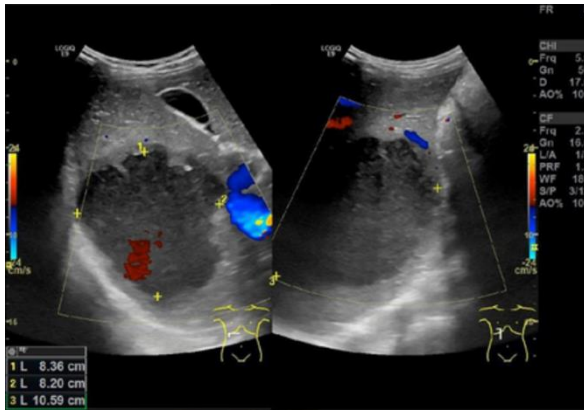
The first abdominal ultrasound examination showed solitary liver abscess on the segment 6 and 7 of the liver measuring approximately 8.3 cm x 8.2 cm x 10.5 cm
